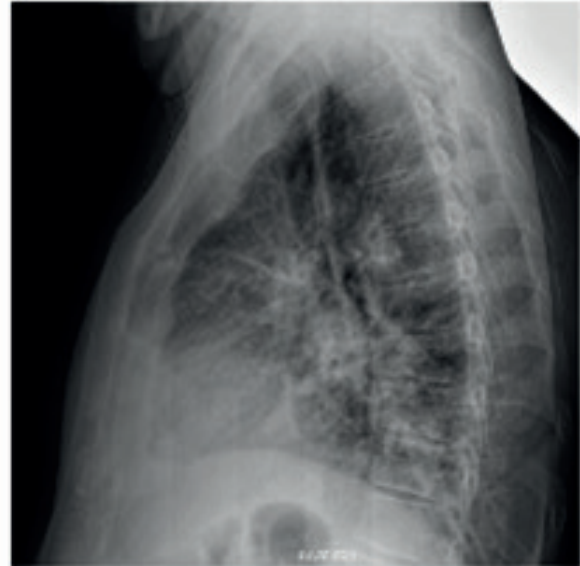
Radiografía de tórax en proyección AP y lateral.
